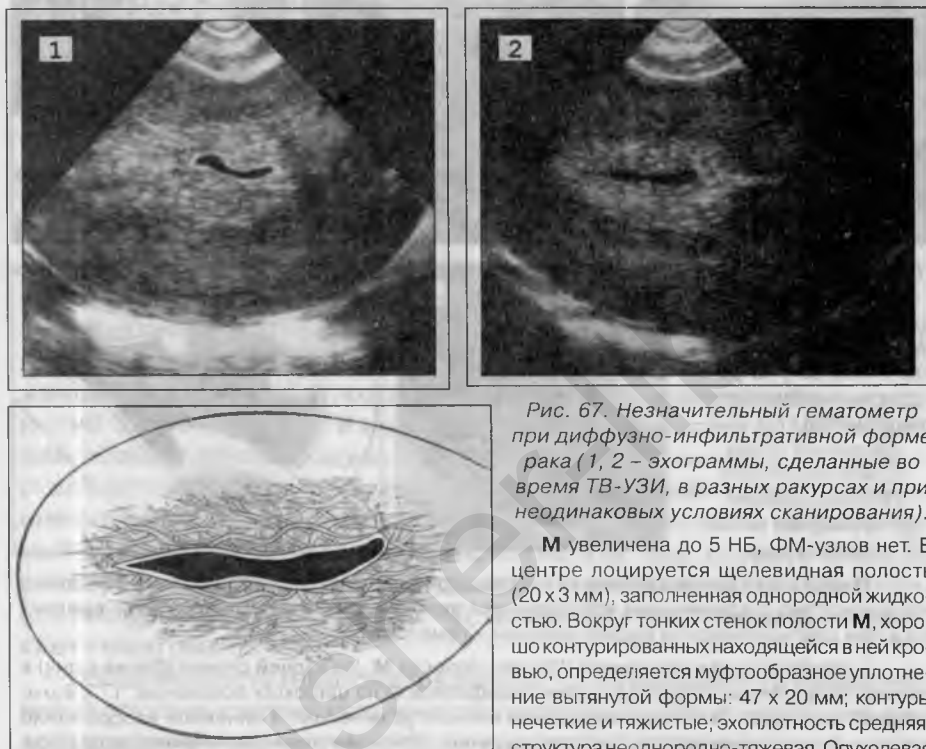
Незначительный гематометр при диффузно-инфильтративной форме рака (1, 2 – эхограммы, сделанные во время ТВ-УЗИ, в разных ракурсах и при неодинаковых условиях сканирования).
